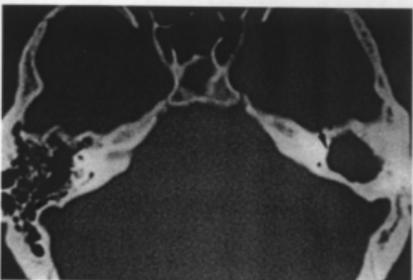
Temporal bone CT scan shows destruction of anterior portion of the superior canal (arrow).
